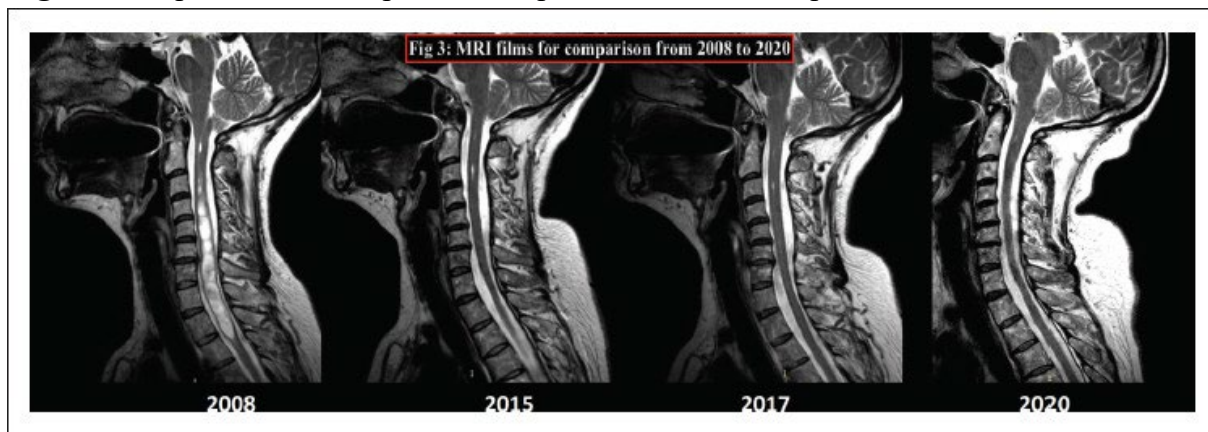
Filmul RMN comparativ 2008 - 2020.
